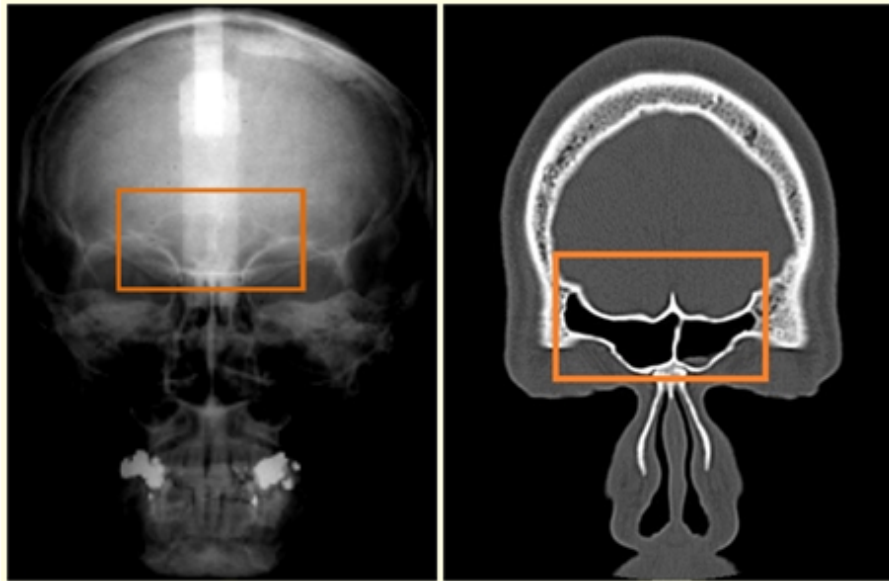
Imagem de radiografia (esquerda) versus imagem de tomografia (direita).
